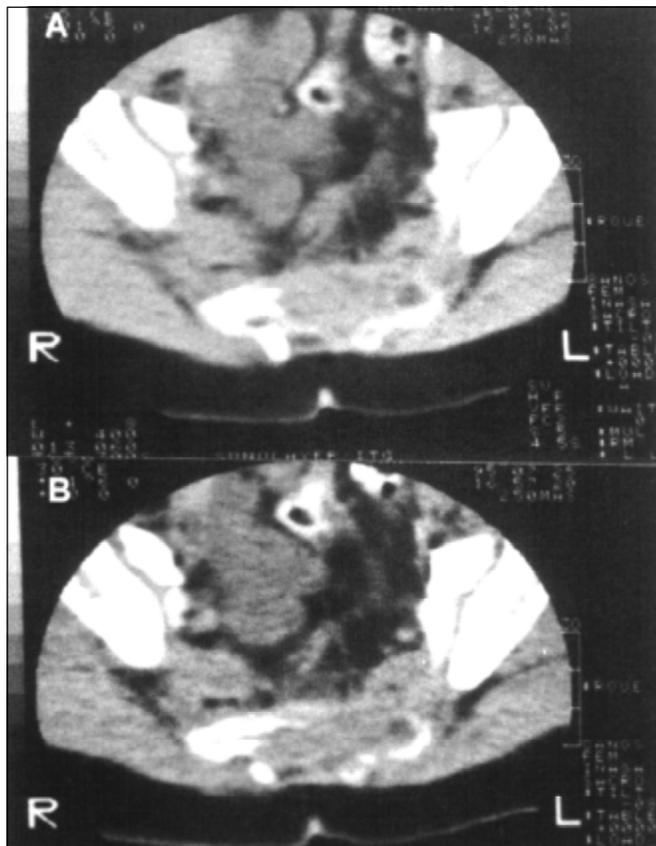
Tomografia axial computadorizada mostrando a lesão no sacro
